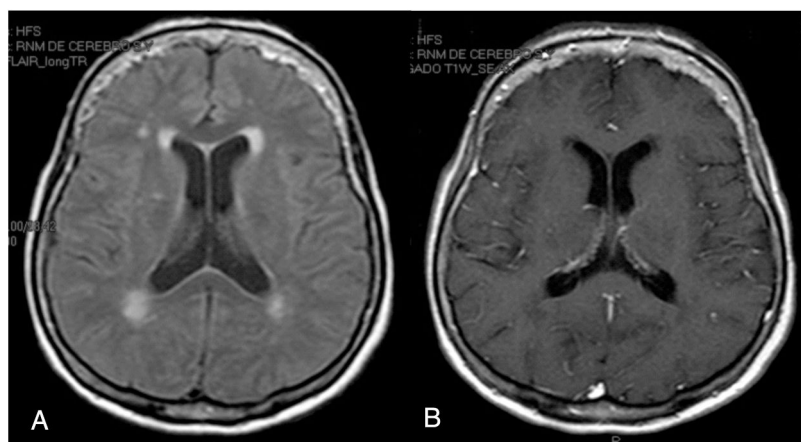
Resonancia cerebral: A) Secuencia FLAIR axial que demuestra hiperintensidades periventriculares compatibles con leucoencefalopatía microangiopática. B) Secuencia T1 axial contrastada en la que no se observan áreas de realce anormal.
